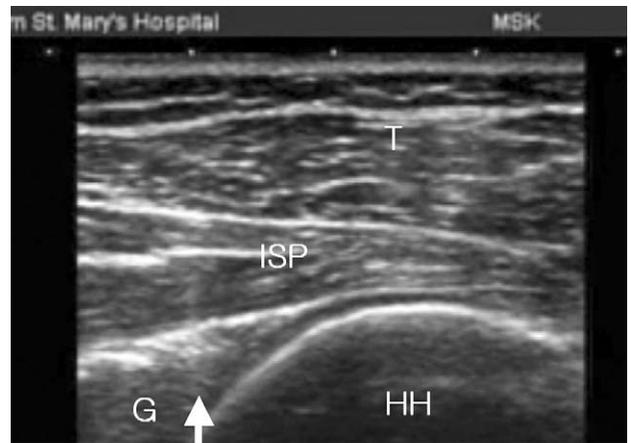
Sonographic image of posterior shoulder joint shows long axis view of infraspinatus. The labrum (arrow) is a triangular high echoic structure. T: trapezius, ISP: infraspinatus, G: glenoid, HH: humeral head.
